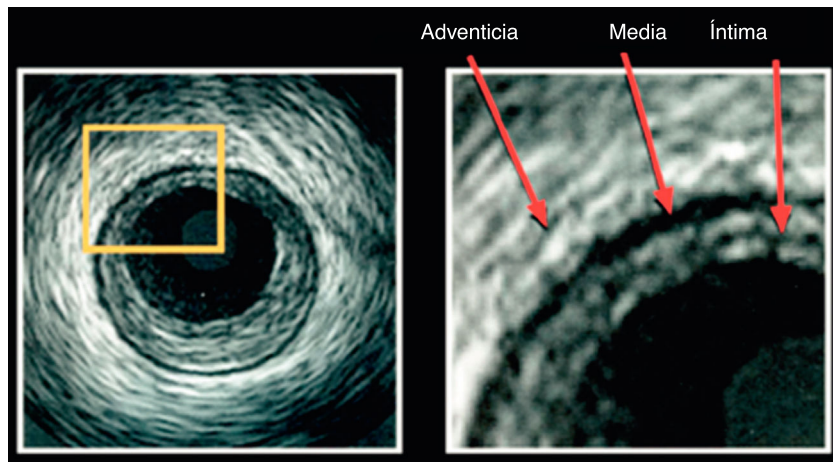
En esta imagen se pueden observar las tres estructuras básicas en la imagen por IVUS “tres capas”. La capa en contacto con el lumen es la íntima; la media es la menos ecogénica y la adventicia es la capa más externa que la de mayor ecogenicidad. Tomado de: *Tools and Techniques: Intravascular ultrasound and optical coherence tomography. Eurointervention. 2012;7.*
